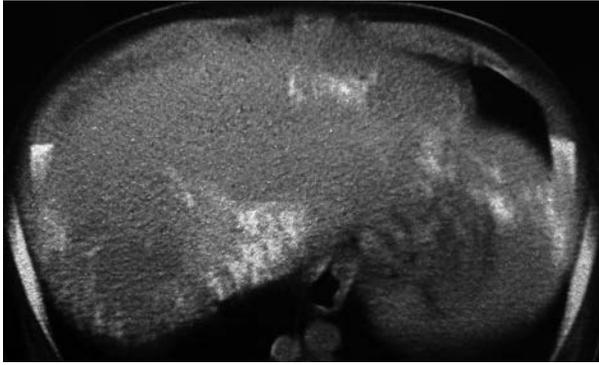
Aspecto de las sombras densas intrahepáticas en la TAC.
